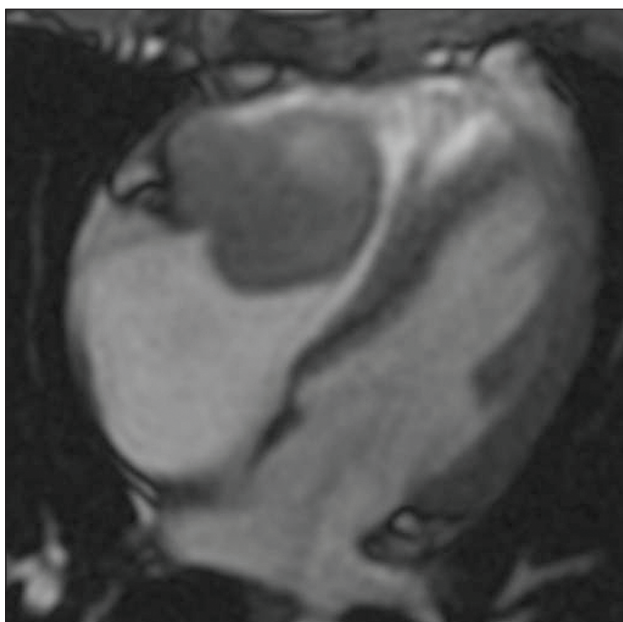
A despeito das qualidades da tomografia para a avaliação de massas intracardíacas, a melhor resolução de contraste da ressonância faz com que esta seja a opção diagnóstica preferencial em diferentes situações. Neste exemplo há massa aderida à parede do átrio direito, com morfologia e localização compatíveis com alguns tumores cardíacos, tais como o mixoma. Porém, há nítida heterogeneidade de sinal no interior da massa, o que levantou a suspeita de que se tratava de tumor acompanhado de hemorragia interna. A biópsia que se seguiu à ressecção cirúrgica da massa revelou um angiossarcoma de átrio direito com hemorragia no seu interior.
